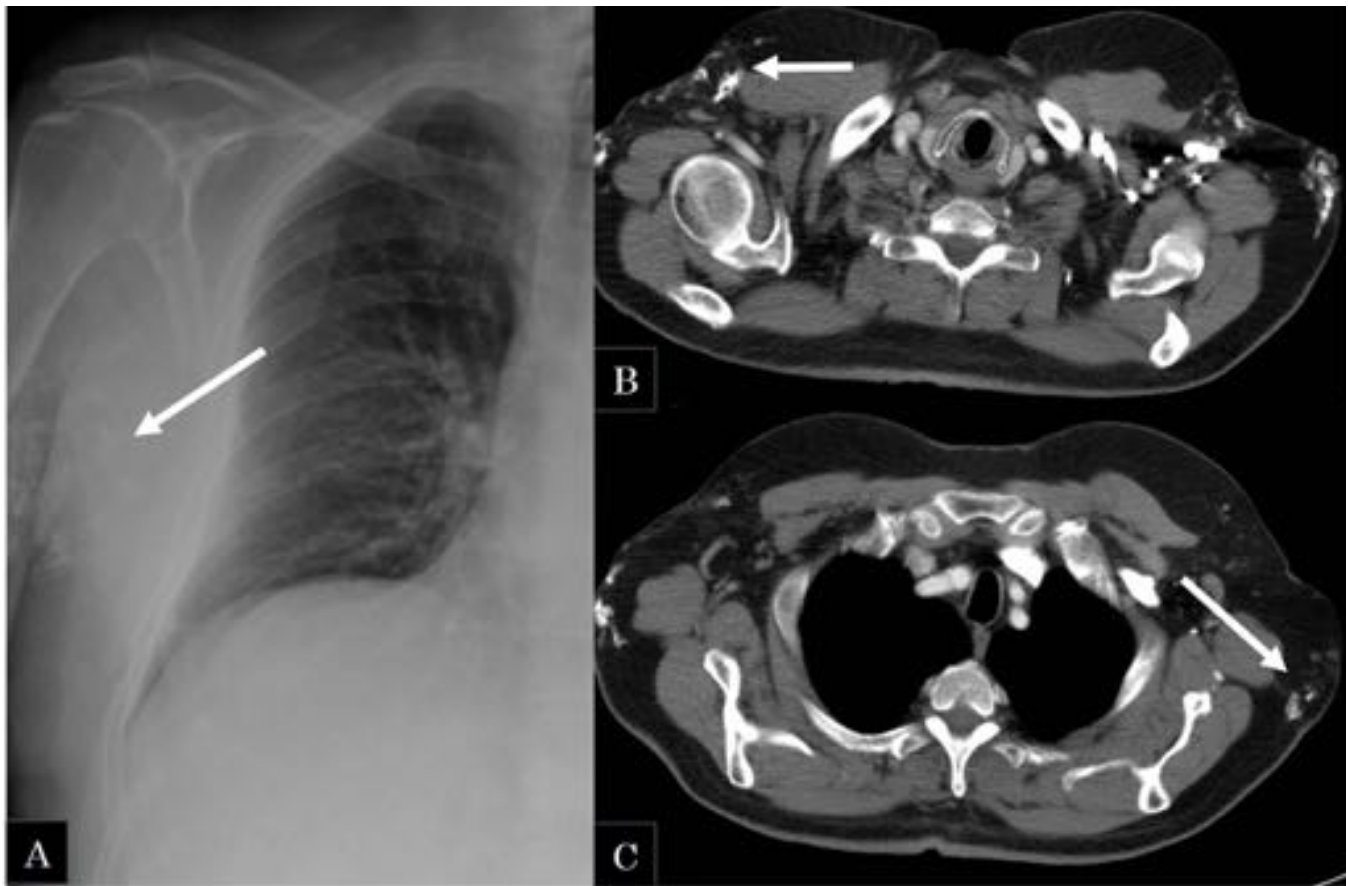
Varón de 66 años con antecedentes de Dermatomiositis. A) RX de tórax PA: calcificaciones de partes blandas en pared torácica (flecha). B y C) TC tórax: se observan múltiples calcificaciones en partes blandas (flechas) de la pared torácica en relación con su antecedente de dermatomiositis.
